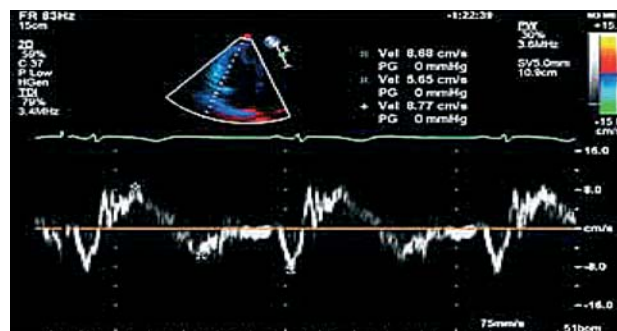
Допплер-эхокардиограмма пациента Д. Д.: расширение полости ПЖ, снижение ранней диастолической скорости кровотока. Пик Ea < Aa
